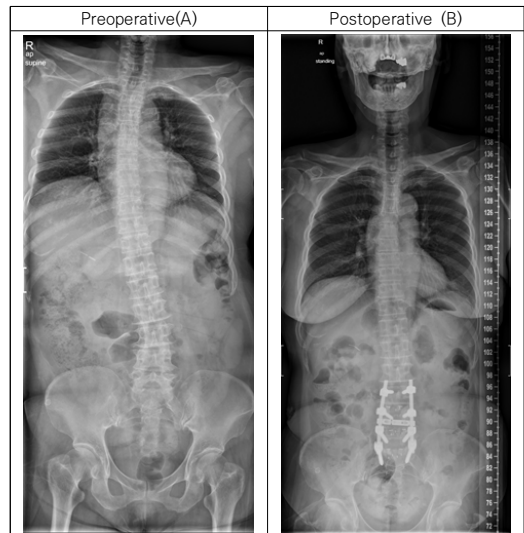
Preoperative (A) and postoperative (B) whole-spine X-ray
